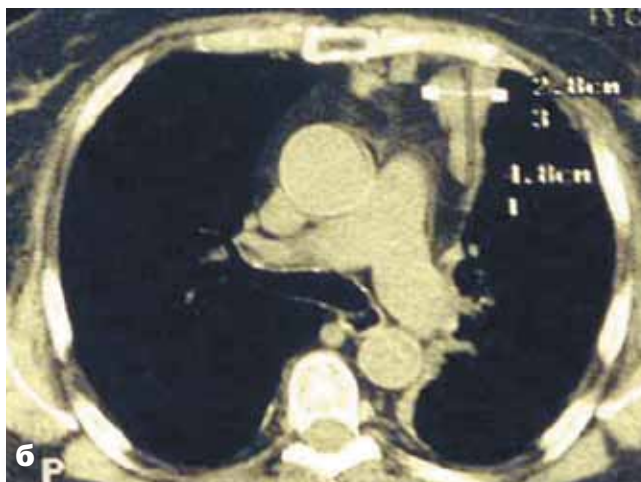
Компьютерные томограммы больной П.:
